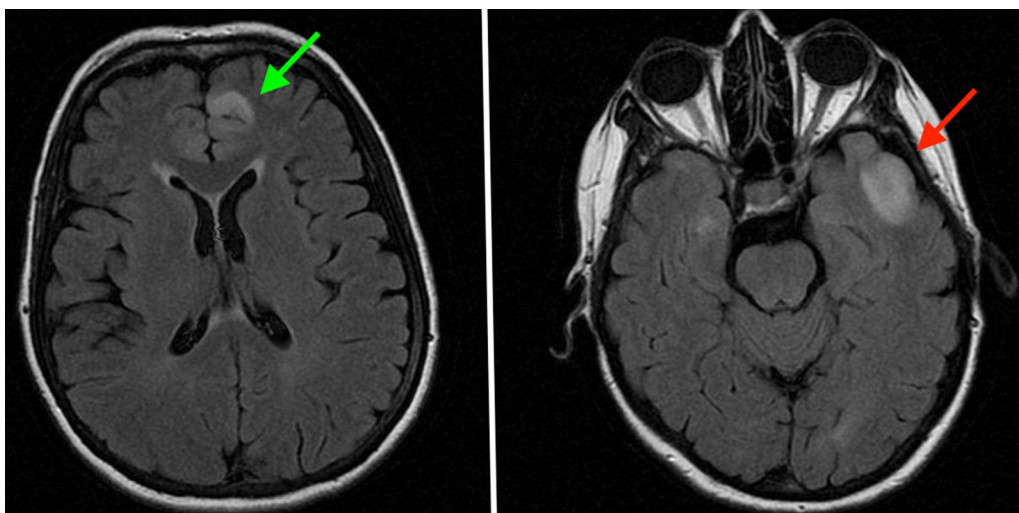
RM craneal donde se observa una lesión en región temporal izquierda marcada en rojo y otra lesión en región frontal anterior paramedial izquierda marcada en verde. Los colores de la figura solo pueden apreciarse en la versión electrónica.
